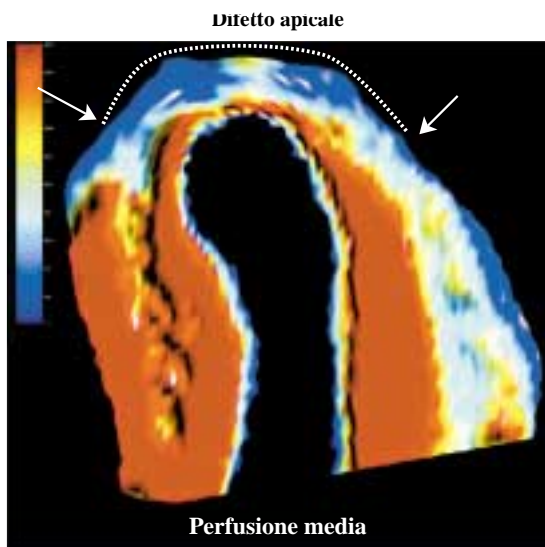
Analisi della perfusione miocardica durante l'esame ecocardiografico.
